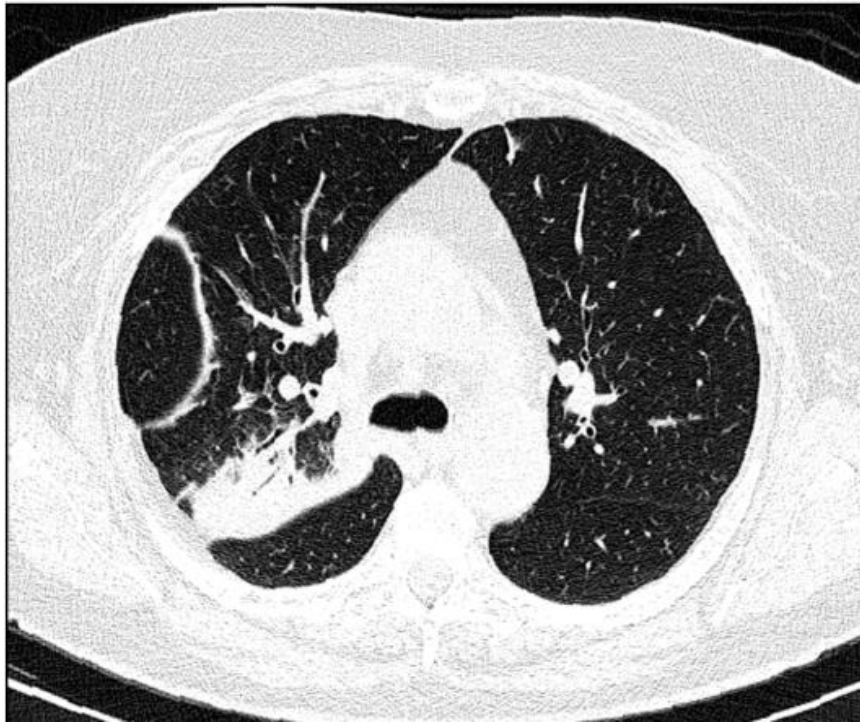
Комп'ютерна томограма . Правостороння пневмонія
